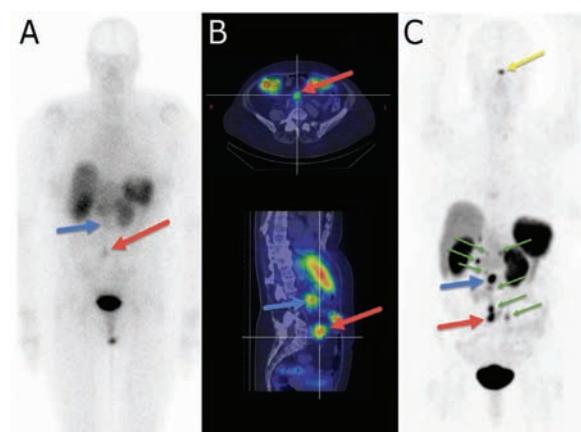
Images obtenues à l'Octréoscan (A et B) et à l'Octréotate chez le même patient à un mois d'intervalle. Scintigraphie à l'Octréoscan (A): La flèche rouge pointe une lésion sur-exprimant les récepteurs à la somatostatine et la flèche bleue une lésion équivoque abdominale. SPECT-TDM à l'Octréoscan (B): deux lésions sont clairement visibles (flèche rouge et bleue). TEP-Octréotate (C) : confirme que les deux lésions visibles à l'Octréoscan sur-expriment les récepteurs à la somatostatine en plus de sept autres lésions (flèches vertes). Captation hypophysaire physiologique (flèche jaune).
